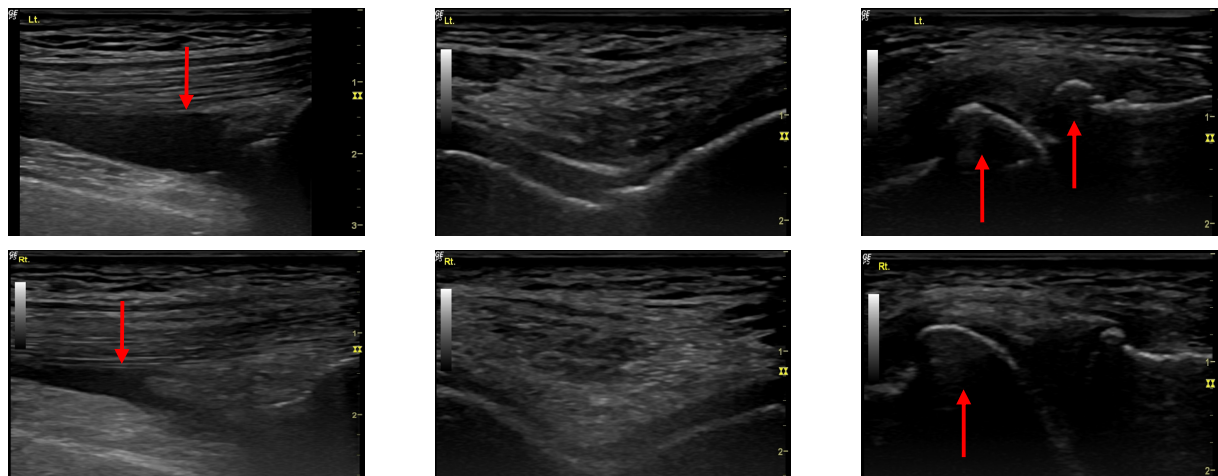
Ultrasound findings of case 1.
